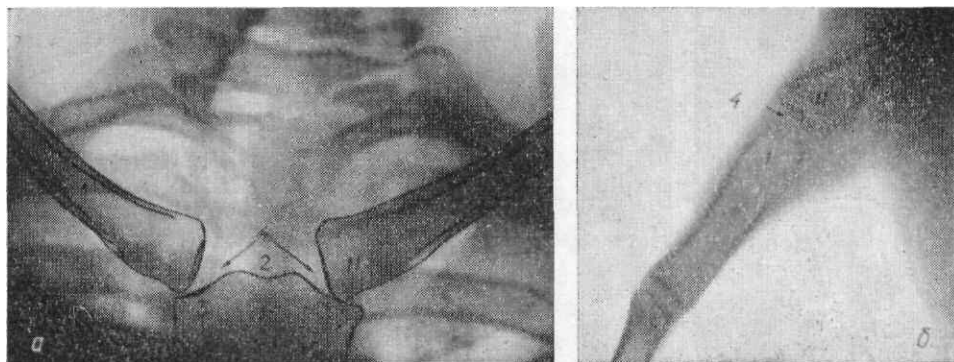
Прицельные рентгенограммы грудино-ключичных суставов в прямой передней (а) и боковой (б) проекциях. 1 — рукоятка грудины; 2 — яремная вырезка; 3 — ключичные вырезки; 4 — рентгеновские суставные щели грудино-ключичных суставов; 11 — грудинный конец ключицы.
